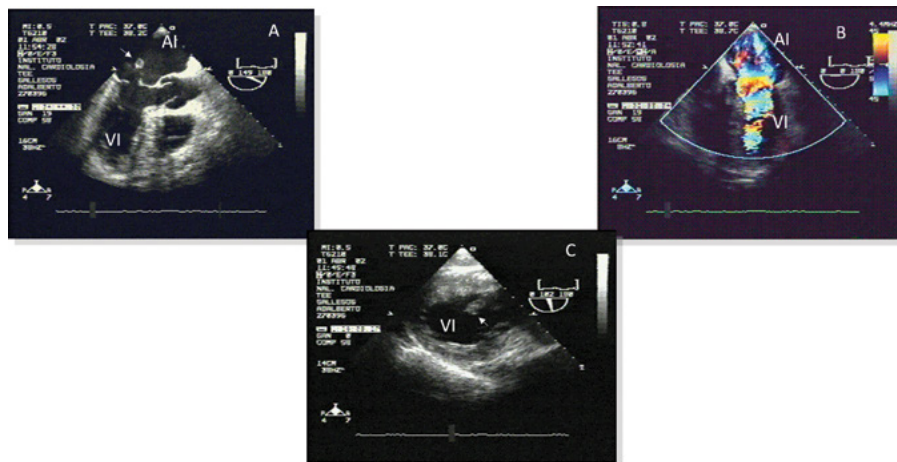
Ecocardiograma transesofágico. Muestra Insuficiencia mitral muy severa, por ruptura de una cabeza del músculo papilar posterior de la válvula mitral (flechas). En A se prolapsa hacia la aurícula izquierda. C, corresponde a una aproximación transgástrica, que permite ver al músculo papilar dentro de la cavidad ventricular en diástole. Con Doppler Codificado en color, la insuficiencia mitral es grave.
